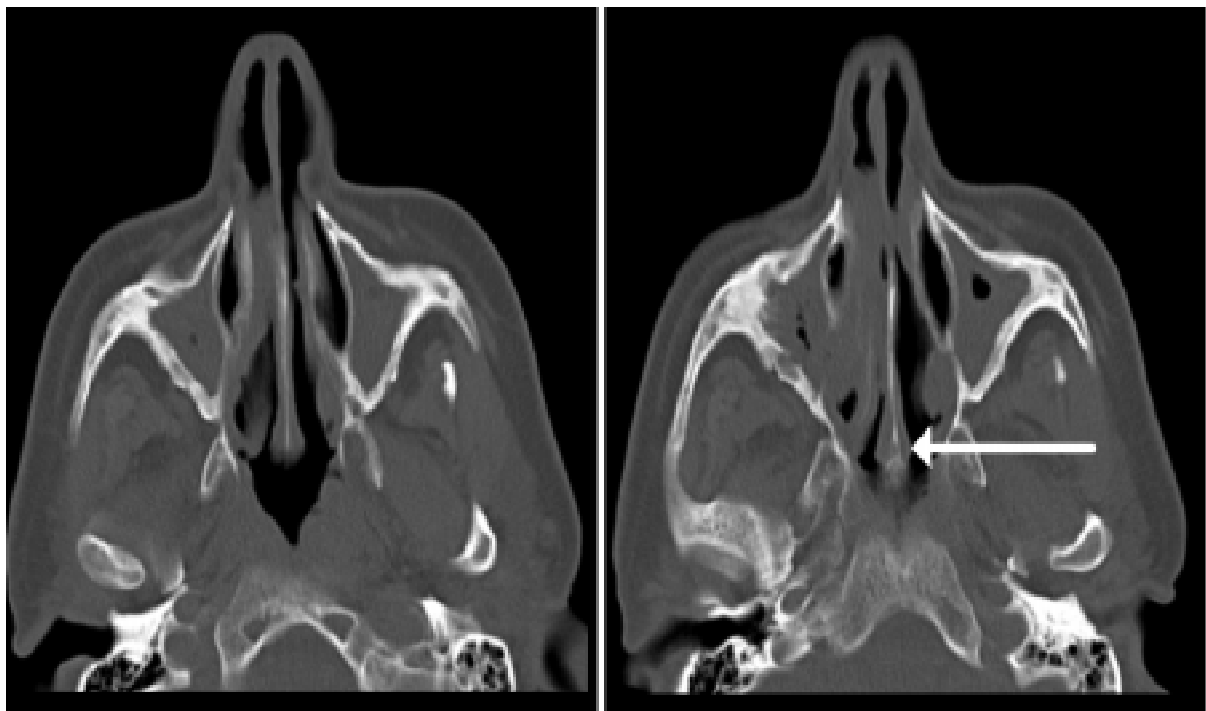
Спіральна комп'ютерна томографія в аксіальній проекції пацієнта К., 42 р., зі спадковою схильністю до хронічних риносинуситів. Хронічний гіперпластично-гнійний пансинусит. Стовщення носової перегородки в задньому відділі у вигляді «хвоста ластівки» (стрілка)
